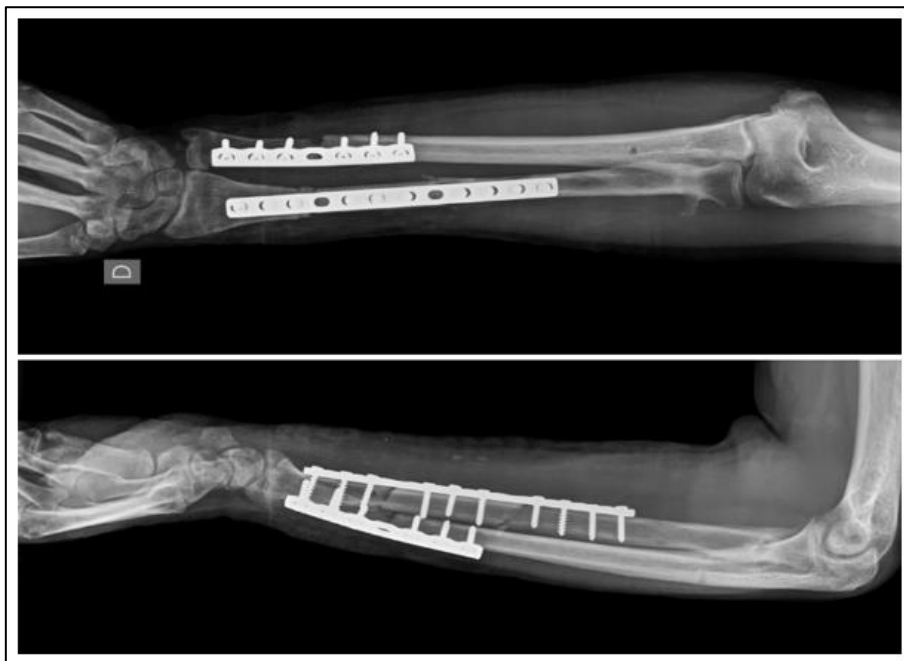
Radiografias AP e perfil do antebraço direito após fixação com enxerto de fíbula não vascularizada e nova fixação com placa DCP .
